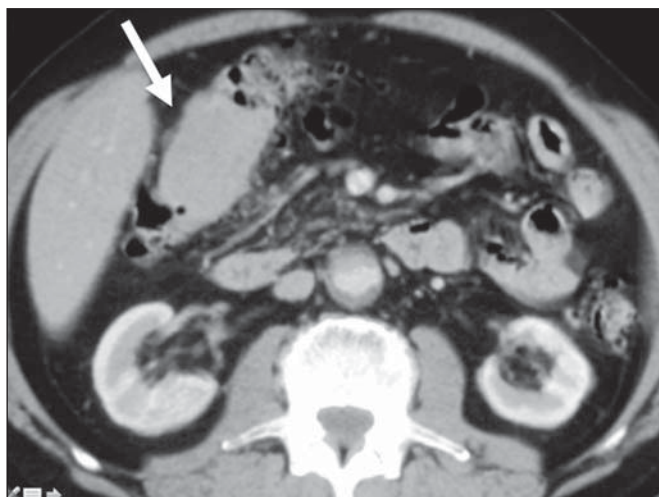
Linfoma no cólon. TC de abdome com contraste no plano axial demonstra lesão hipovascularizada infiltrativa parietal na flexura hepática do cólon, com espessamento das haustrações locais (seta).
